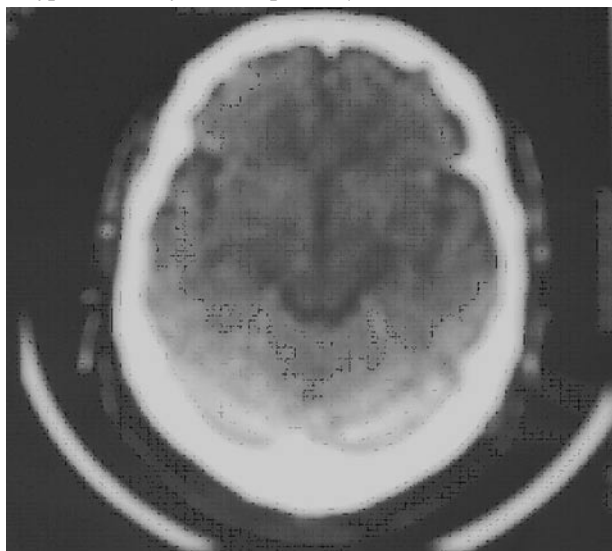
КТ ГМ: очаговые образования в ГМ не определяются
